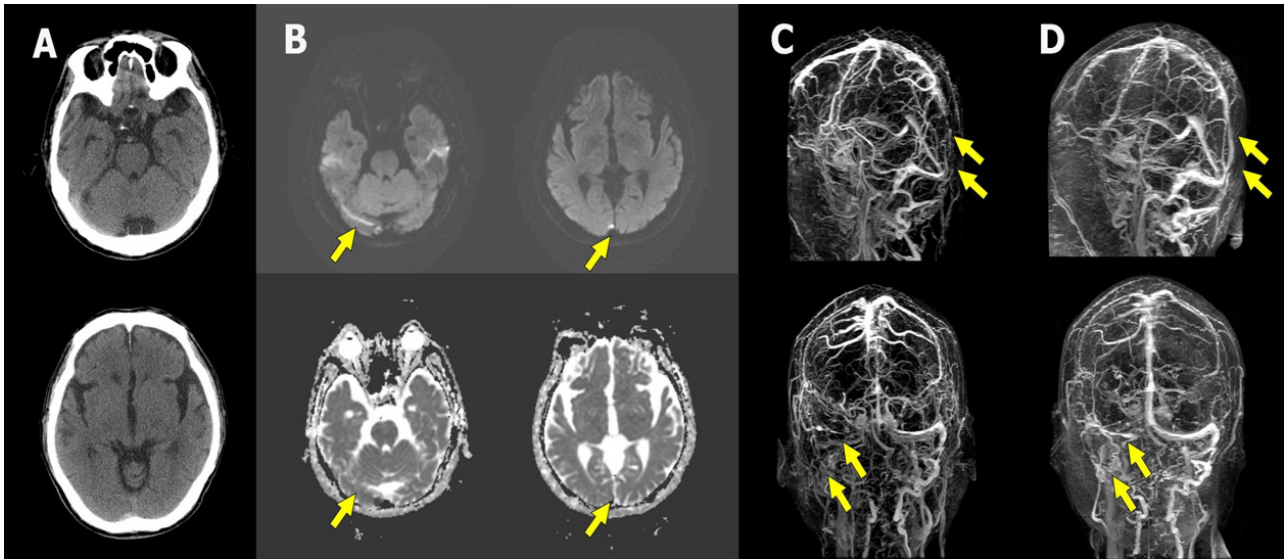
CT, DWI with ADC and MR venography of case 2. (A) Non-contrast brain CT. There is no specific finding. (B) DWI map performed 1 day after clinical symptom onset showed high signal intensity in the right transverse and superior sagittal sinus, with decreased signals in same sinuses. (C) MR venography performed 5 days after symptom showed decreased venous flow in the right transverse and superior sagittal sinus. (D) Two months later, those sinuses were shown to be partially recanalized.
